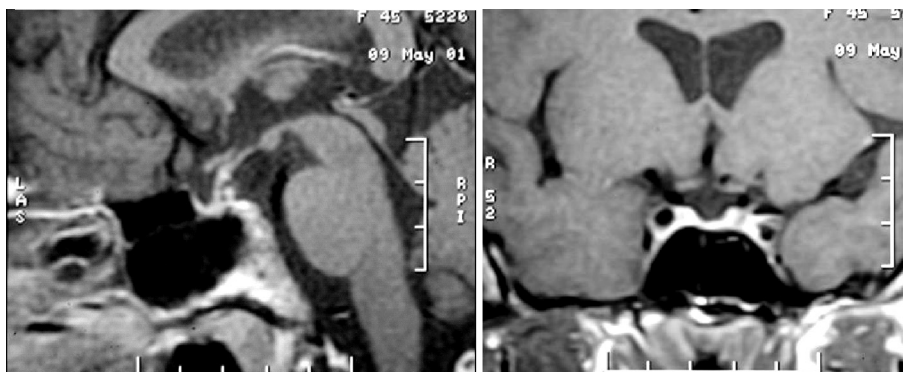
RMN Corte coronal STVP parcial
